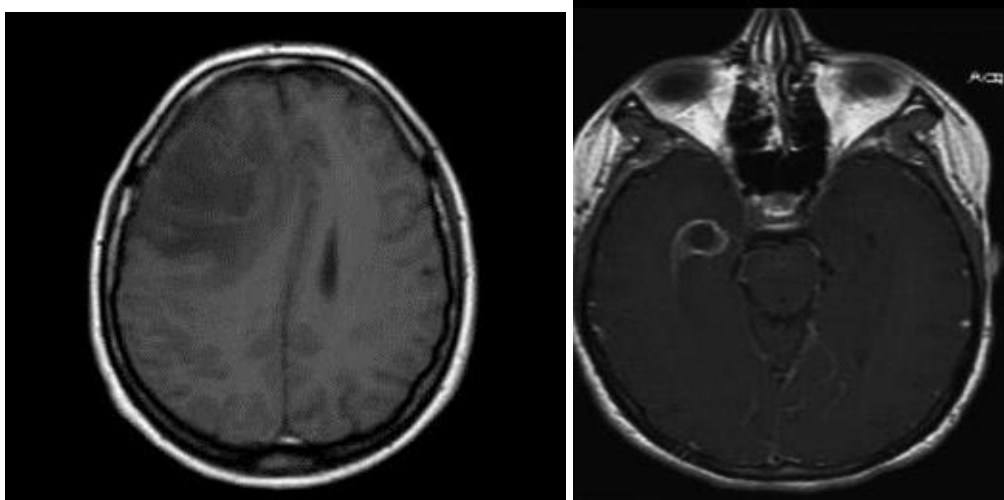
IMAGEN RM EN T1 Y T1 CON GADOLINIO: Se observa una zona hipointensa en frontal del lado derecho en relación a edema, en la imagen de la izquierda se observa una imagen en temporal izquierdo la cual presenta un reforzamiento anular en relación a absceso cerebral.(5)
